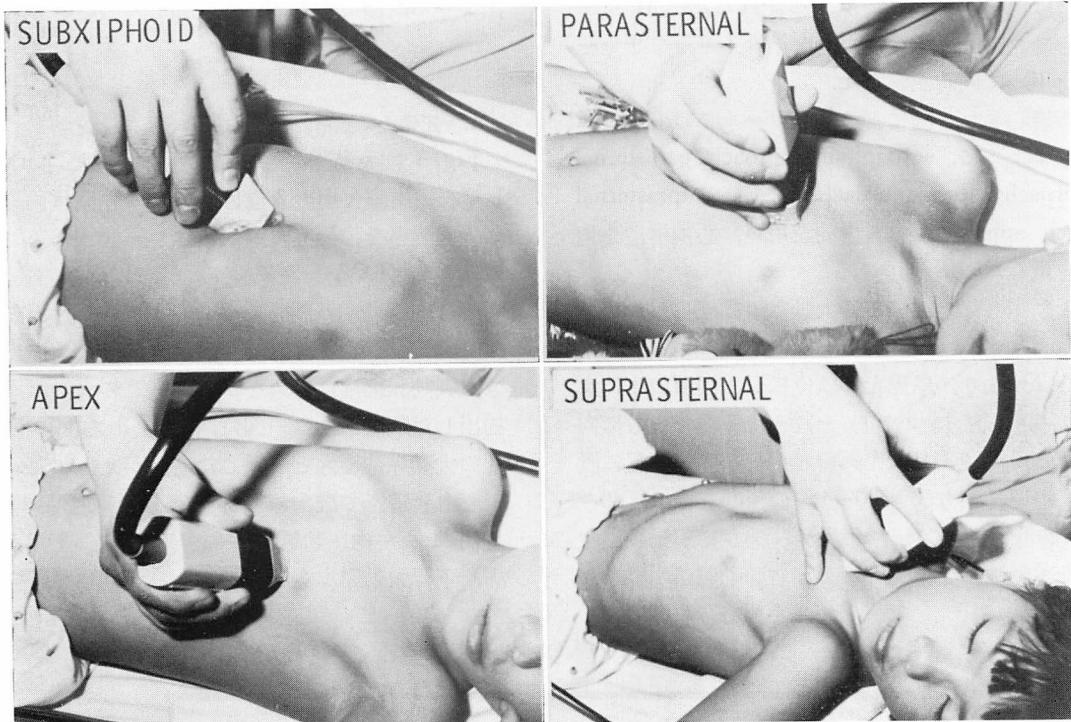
Photographs showing positions of the transducer in two-dimensional echocardiographic approaches.
